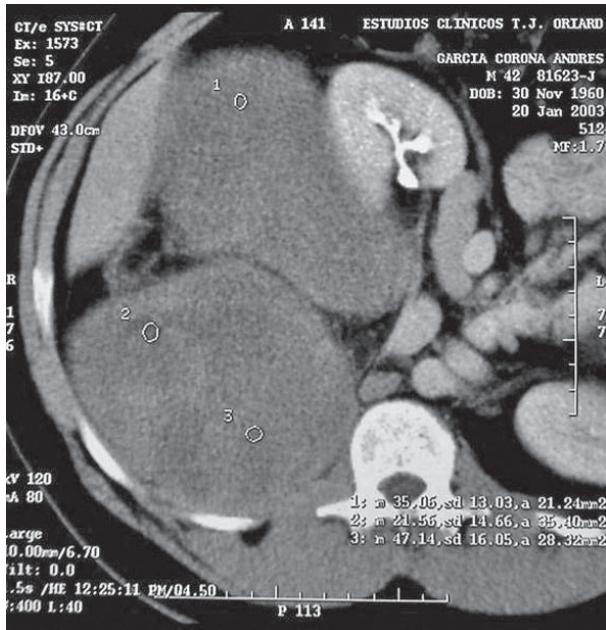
Tomografía axial computarizada con contraste intravenoso. Detalle del desplazamiento medial del riñón derecho.
